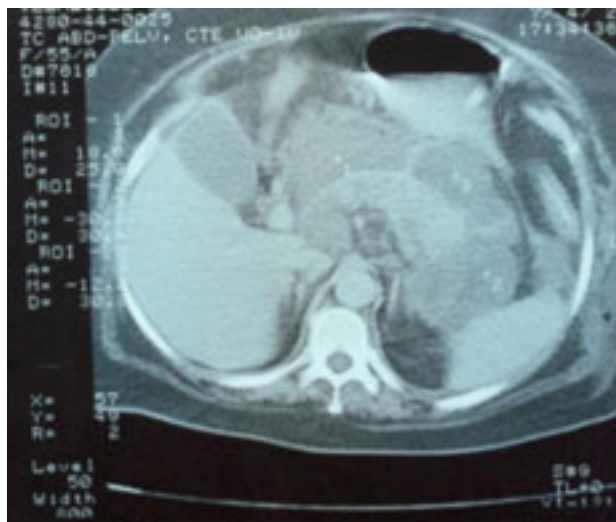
Tomografía computada de abdomen.
